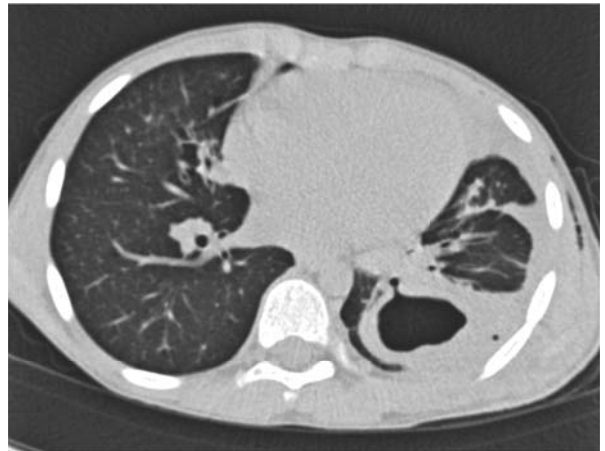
Tomografie computerizată a pacientului P. la 11-a zi după intervenție chirurgicală. Aspectul imagistic al cavității reziduale postoperatorii a plămânului stâng care comunică cu bronhia segmentară, semne de bronhopneumonie polisegmentară și pleurezie pe stânga
